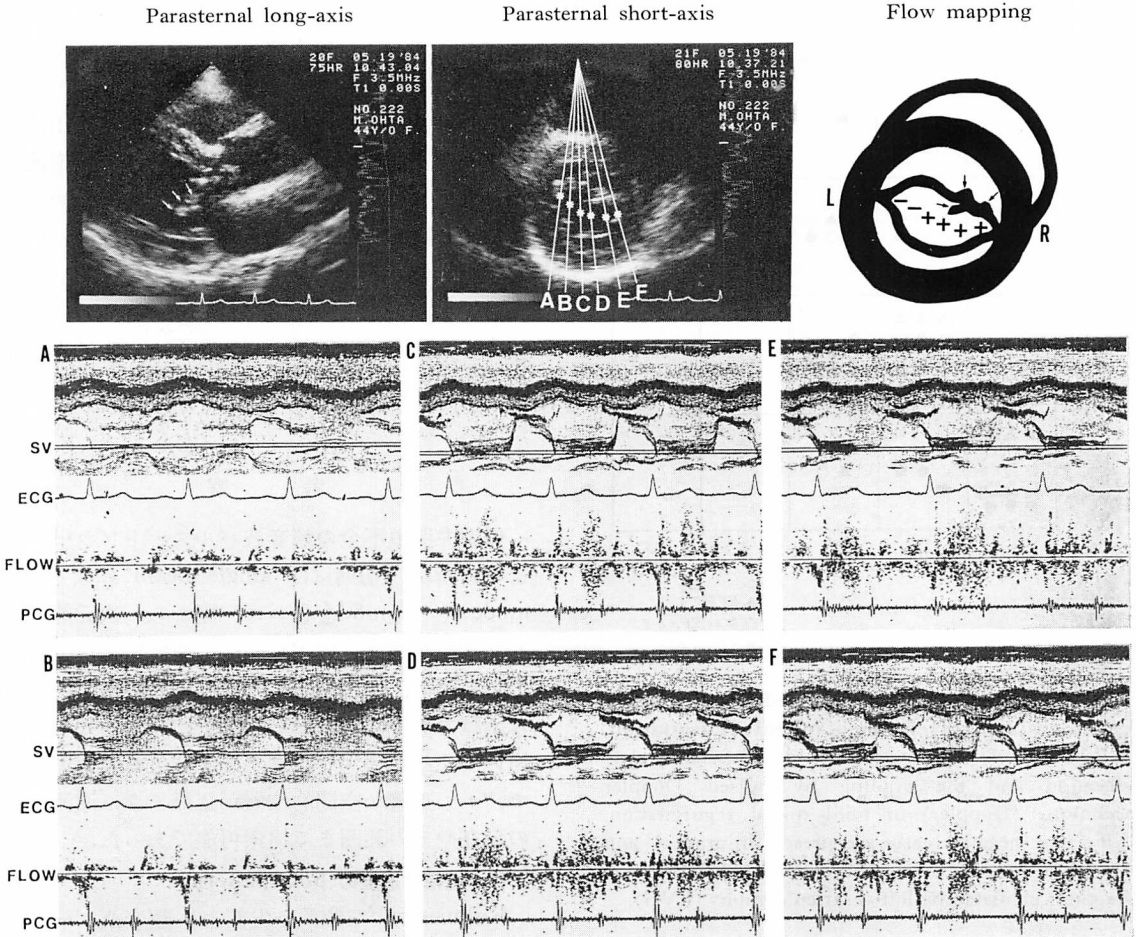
Flow mapping of mitral regurgitation on the parasternal short-axis view.
